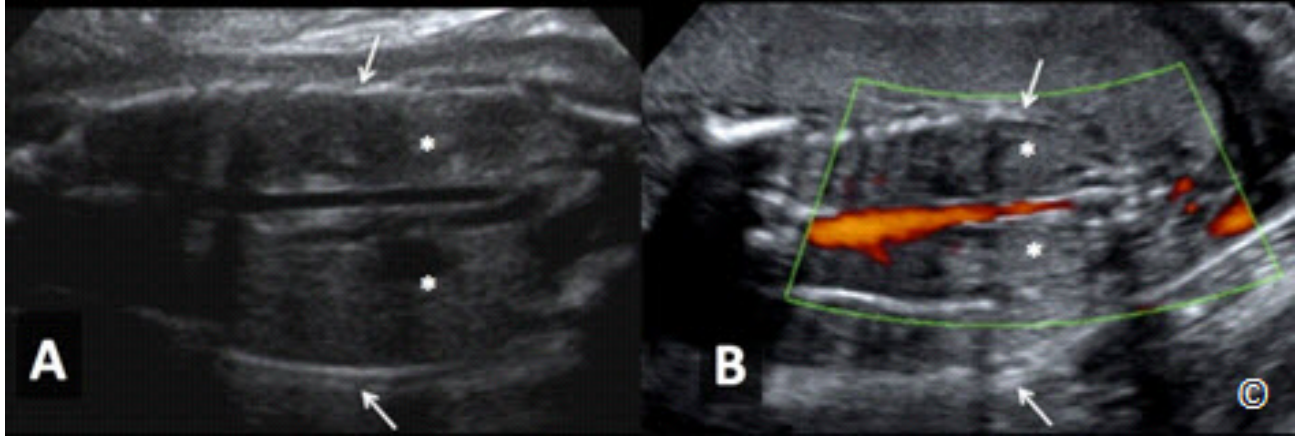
A y B: Plano coronal del abdomen en 2D (A) y en Doppler en color (B) en un feto con agenesia renal bilateral. Obsérvese la presencia de anhidramnios (flechas) y ausencia de riñones (asteriscos) en la fosa renal. Obsérvese la ausencia de las arterias renales en Doppler en color (B).
